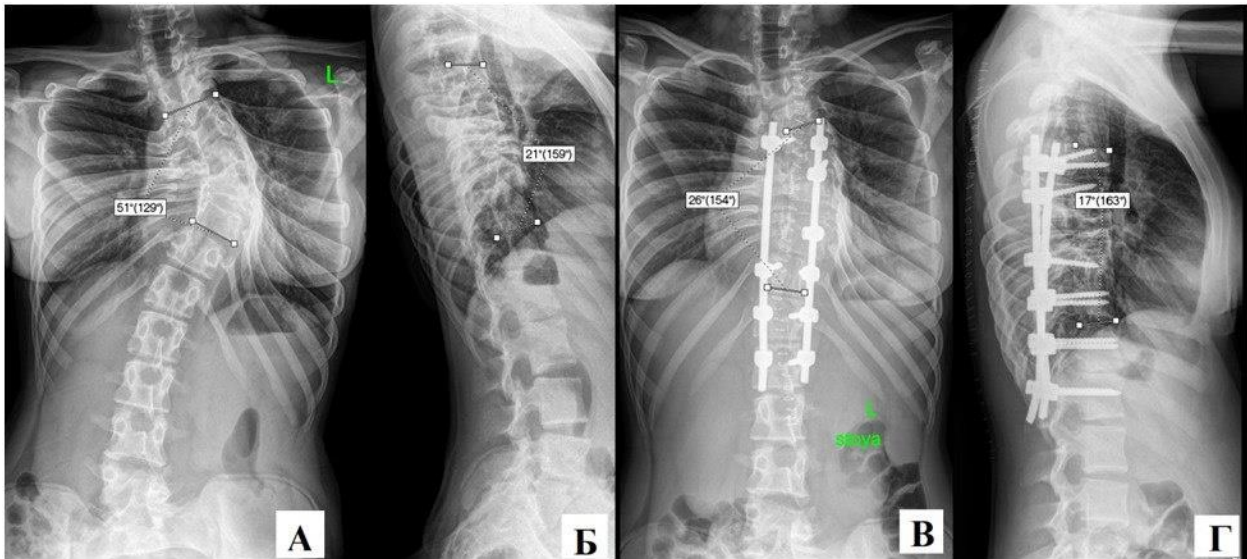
Пациентка Г., 12 лет. Диагноз врожденный сколиоз при одностороннем боковом нарушении сегментации позвонков и синостозе ребер. Рентгенограмма позвоночника в прямой (А) и боковой (Б) проекции до проведения хирургического лечения; рентгенограммы позвоночника в прямой (В) и боковой (Г) проекции после выполнения клиновидной вертебротомии на вершине несегментированного стержня, коррекции и стабилизации деформации многоопорной дорсальной системой
